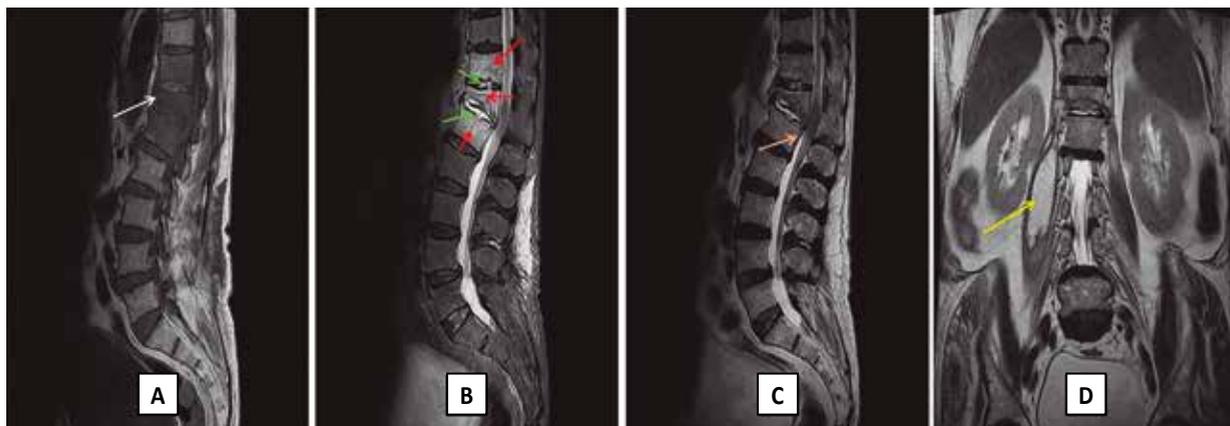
Imágenes de resonancia magnética de columna lumbar sin contraste caso 2. A. Secuencia Turbo Espin-Eco T1 sagital, se observa hipodensidad que compromete segmentos vertebrales D12-L2, fractura en cuña de L1 (flecha blanca) B. Supresión grasa STIR sagital, se observa edema óseo difuso entre D12 – L2 (flechas rojas), signos de discitis (flechas verdes) y C. Secuencia Turbo Spin-Eco T2 sagital en la que se observa colección epidural anterior a nivel de L2 (flecha naranja), compresión y edema medular, D. Secuencia Turbo Spin-Eco T2 coronal, se observa colección intramuscular en el Psoas mayor derecho (flecha amarilla).
